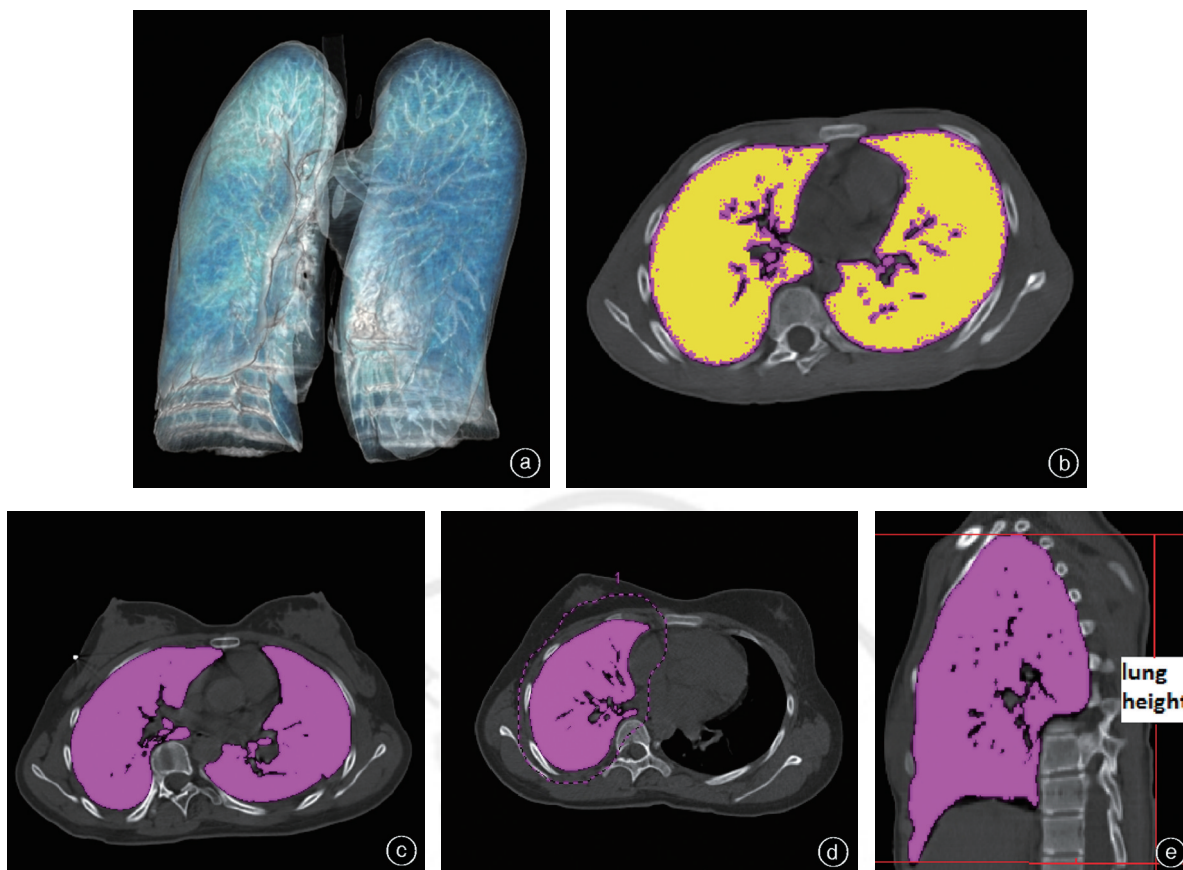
三维CT重建的肺形态学参数测量 a 肺的三维重建图像,自后前位观察肺的形态 b 顶椎平面肺横截面积的测量:黄色荧光区所代表的面积为顶椎平面肺横截面积 c 总肺容积的测量:CT断层扫描的轴状面上双侧肺的阴影 d 单侧肺容积的测量:CT断层扫描的轴状面上单侧肺的阴影 e 肺高度定义为轴状面上,自肺尖出现至肺底消失的所有CT断层扫描层厚的叠加即为本研究中的肺高度
